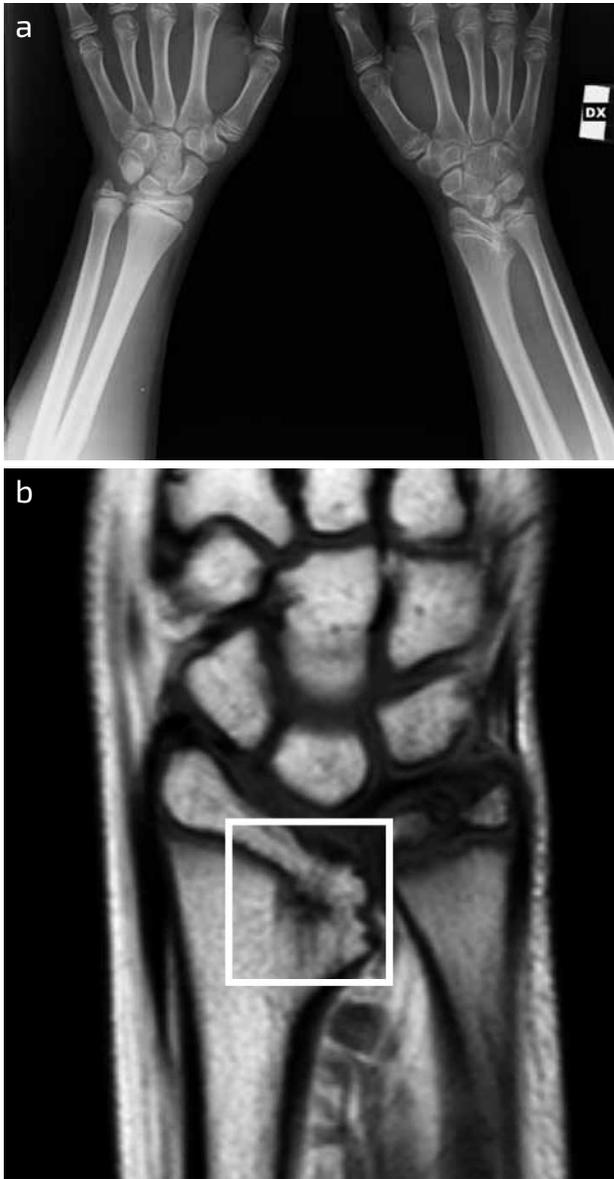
(a) Deformità del radio in esiti di distacco epifisario tipo V sec. S-H. (b) Evidente alla RMN il “bone block” post traumatico.
